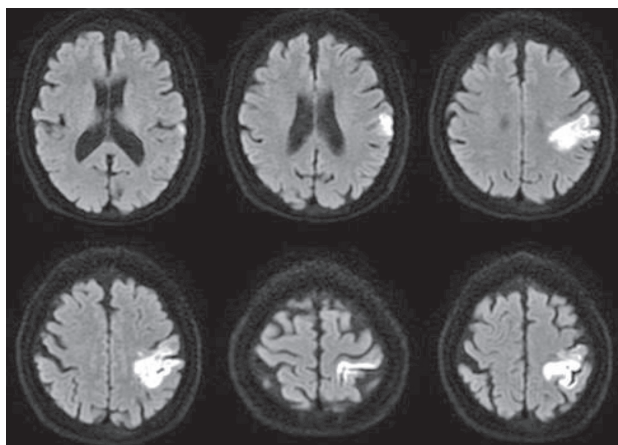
発症時の頭部MRI (Magnetic resonance imaging), 拡散強調画像
